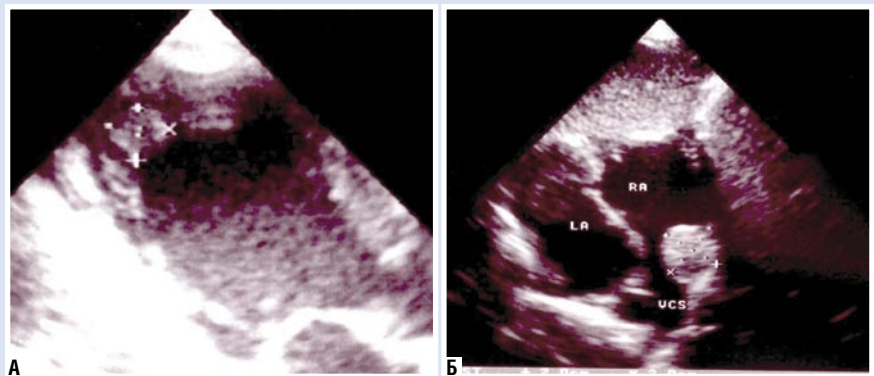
Эхокардиограммы пациентки Д. А – объемное образование 9х10 мм в области верхушки левого желудочка; Б – объемное образование 19х16 мм в устье верхней полой вены (помечены курсорами)
